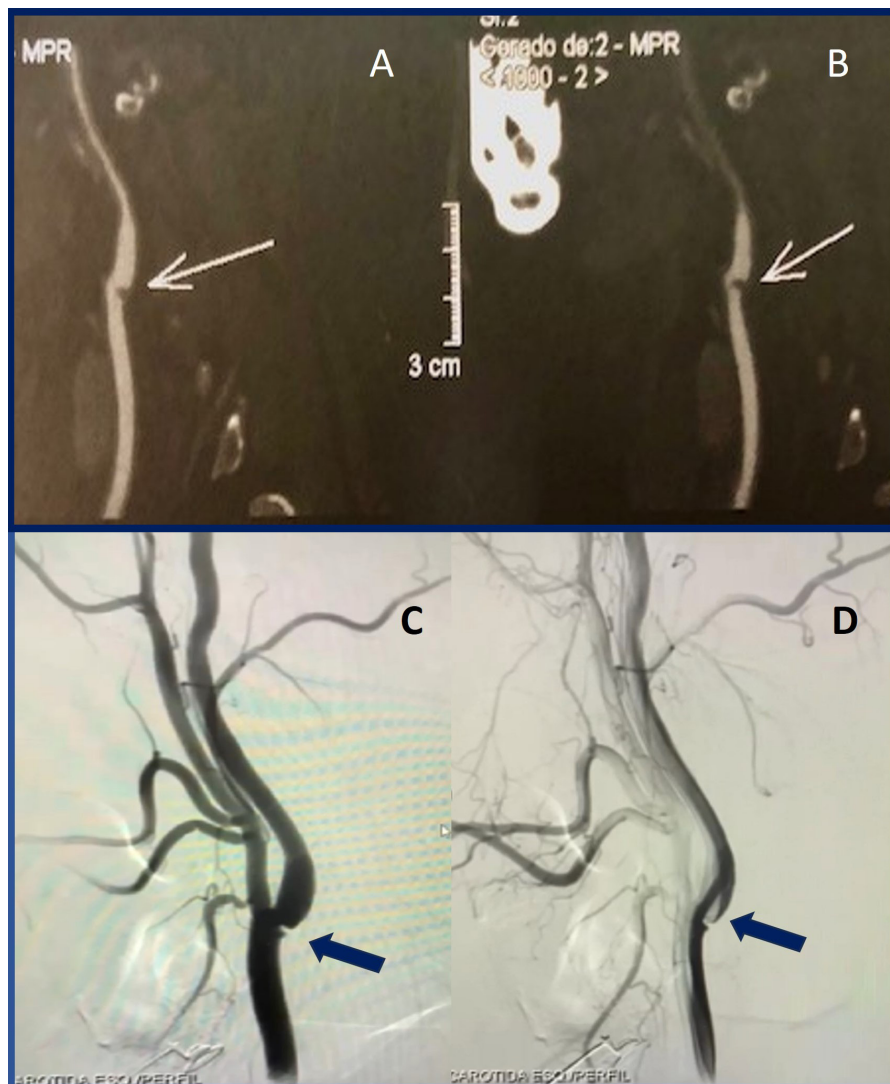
A e B) Caso 1: Visualização da membrana carotídea no bulbo-emergência da carótida interna à esquerda pela angiotomografia (setas brancas); C e D) Caso 1: falha de enchimento à angiografia contrastada, compatível com membrana carotídea no bulbo esquerdo (setas azuis) com turbilhonamento
